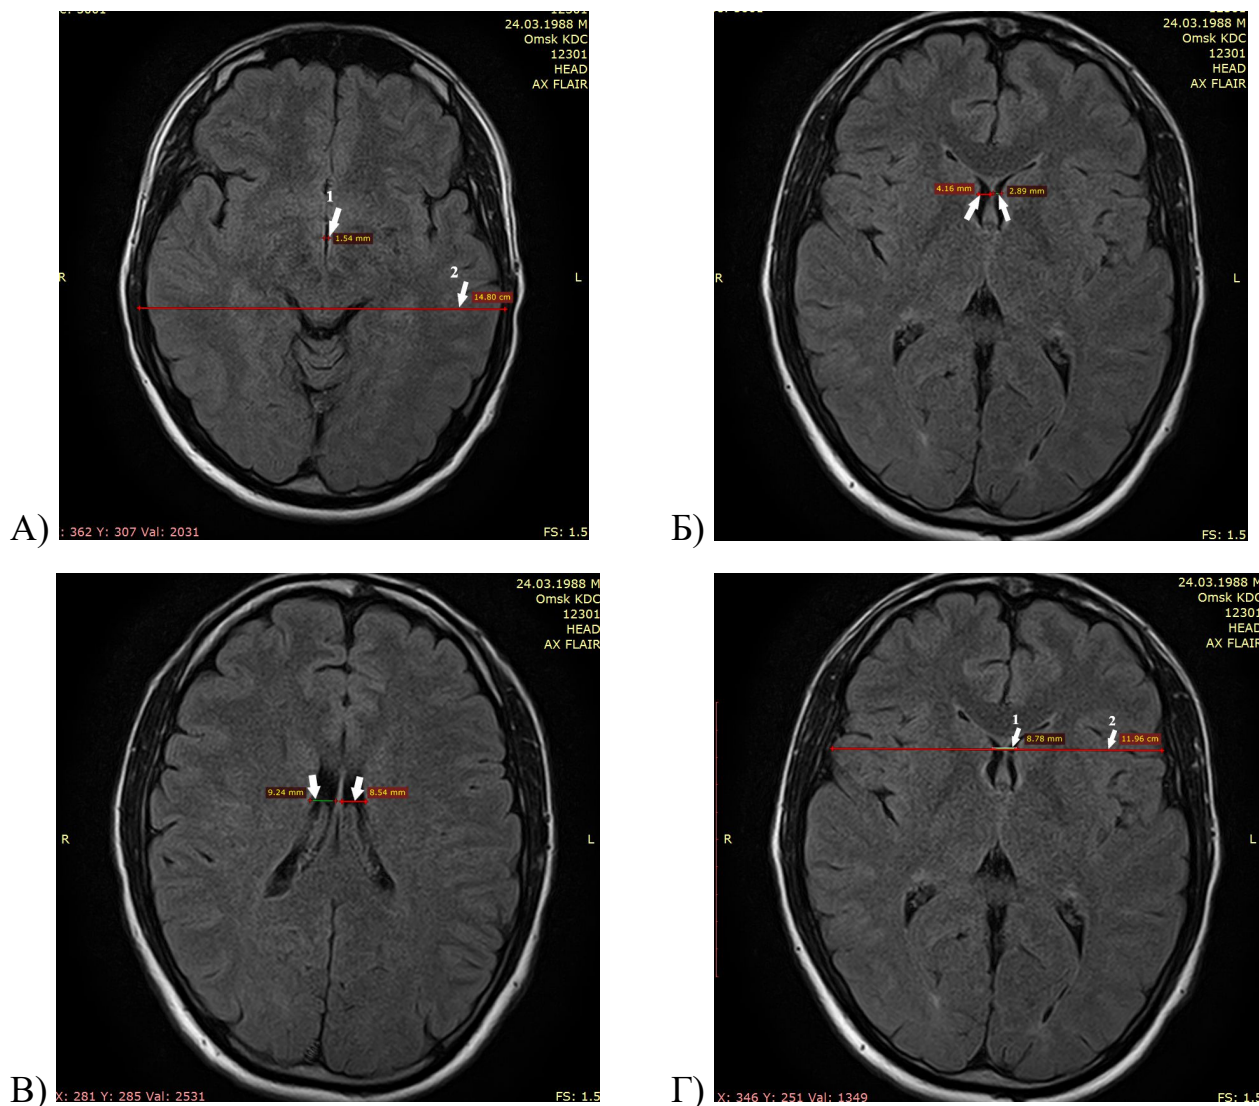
Аксиальные МР-изображения головного мозга пациента К. в режиме FLAIR: А – ширина третьего желудочка и определение индекса третьего желудочка (стрелка 1 – ширина третьего желудочка, стрелка 2 – расстояние между внутренними пластинками костей черепа); Б – на уровне передних рогов боковых желудочков, В – на уровне тел боковых желудочков, Г – вычисление межъядерного показателя
